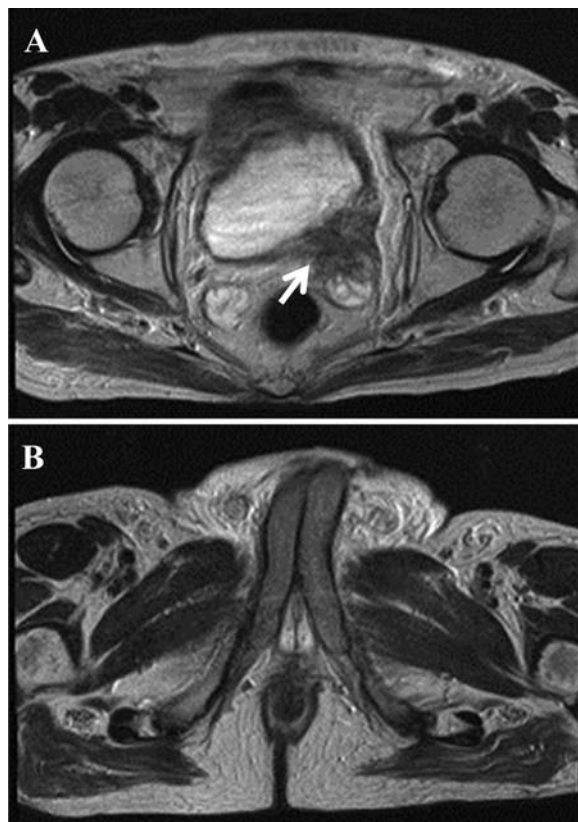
Pelvis MRI also shows a mass lesion at the left ureteral orifice (A, arrow); however, there is no abnormality at the corpus cavernosa (B).
